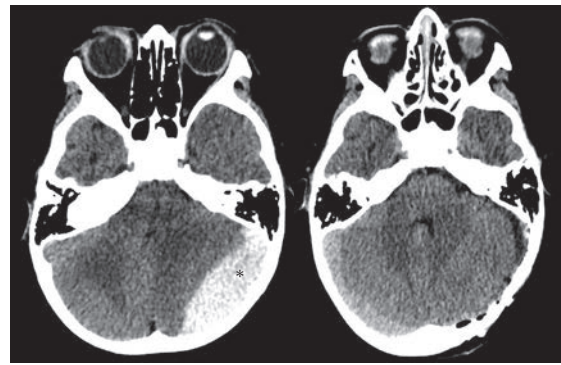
4歳男児。走行中につまずき後頭部を打撲。同日夕方から2回の嘔吐と意識障害 (GCS 12点) が出現し、夜間に当番病院へ救急搬送されたが、疲労による症状と判断され帰宅となった。翌朝も傾眠傾向が持続したため総合病院を受診し、頭部CTで異常を指摘された。CT (a) では後頭蓋窩急性硬膜外血腫 (\*) を認め、開頭術が施行された (b)。
